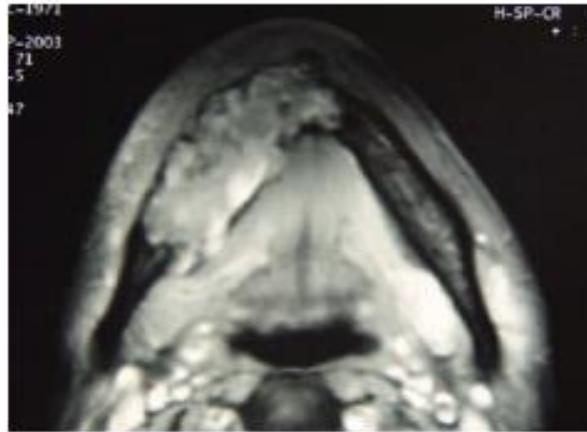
Resonancia magnética donde se observa la lesión sólida en la mandíbula. ²²
